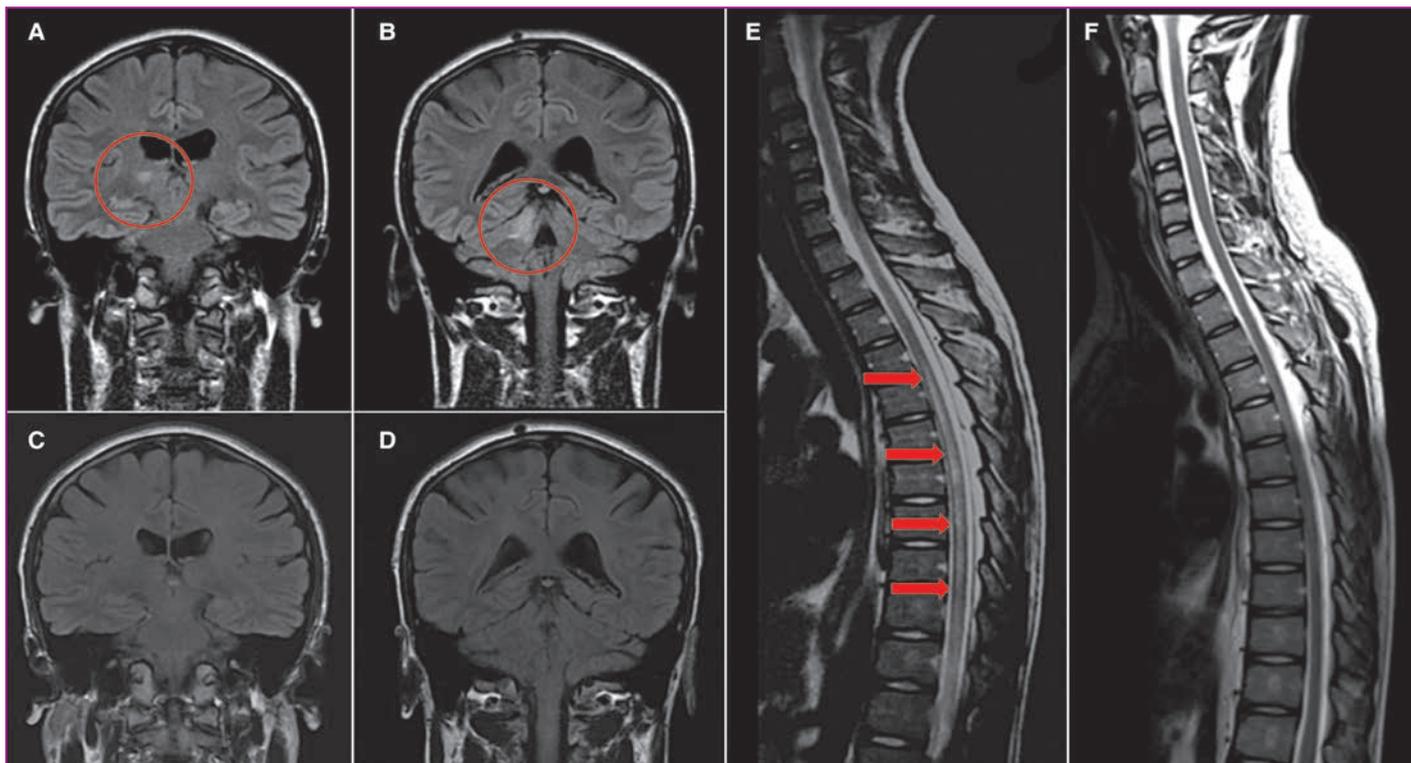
МРТ головного (A-D) и спинного (E, F) мозга: A, B, E — острая фаза воспаления; C, D, F — ремиссия [5]
